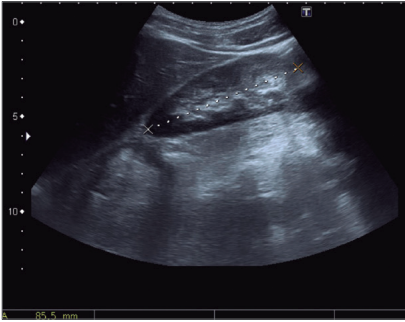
Ecografía sin alteraciones
